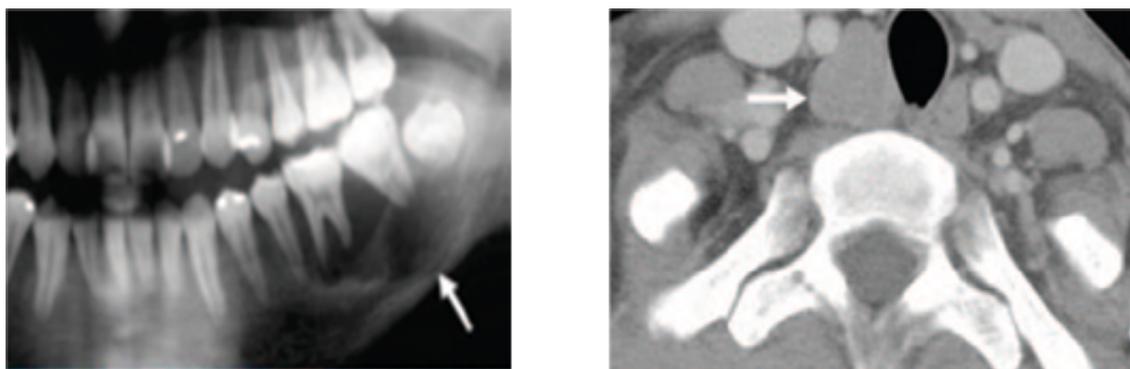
A sinistra radiografia che dimostra la presenza di una massa nel corpo della mandibola (freccia); a destra TAC del collo che dimostra la presenza di una lesione paratiroidea a destra (freccia).
